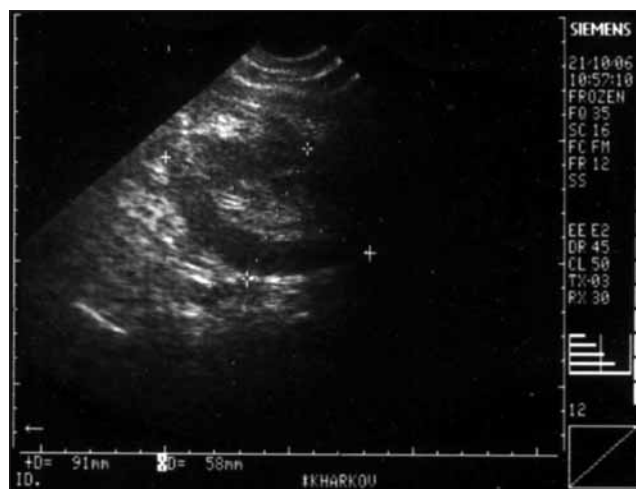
УЗИ того же больного после поэтапной двусторонней энуклеорезекции через 3,5 года. Полное анатомическое восстановление левой почки
